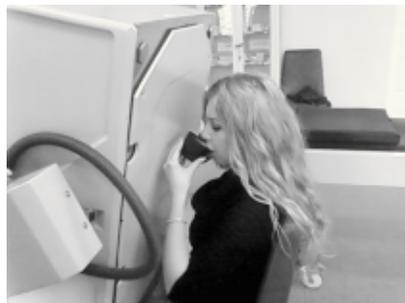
Проведение эзофагосцинтиграфии
